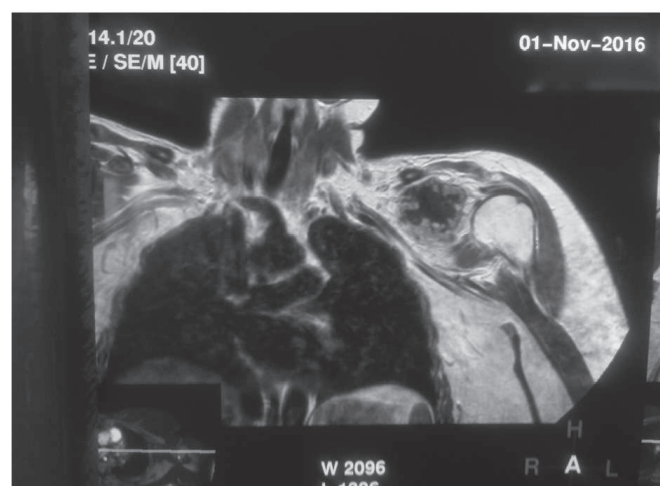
Фотовідбиток МРТ хворої Х. з хондросаркомою лопатки.
